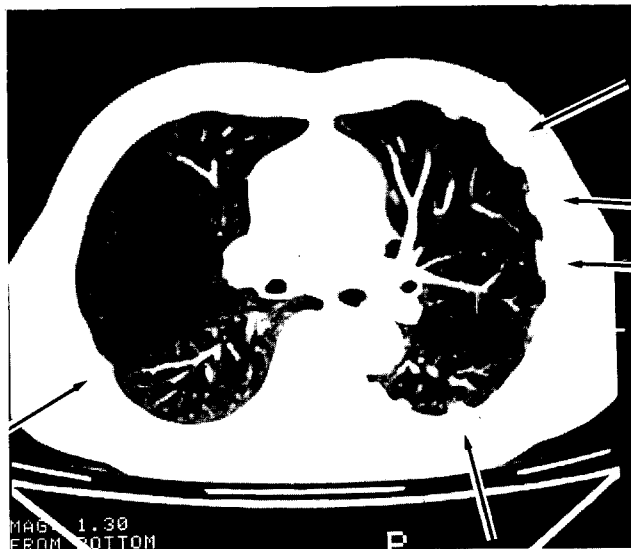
환자의 흉부 전산화 단층촬영 사진. 다발성 늑막반이 횡격 늑막과 양측 흉측늑막에 분포하고 있다(→).
